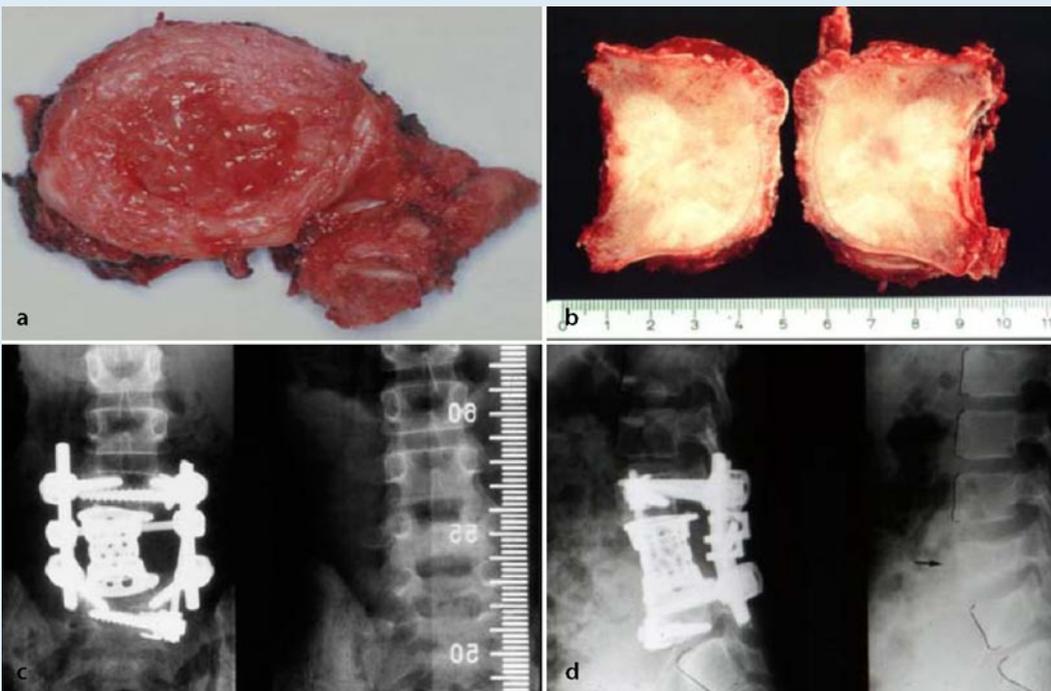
◀ Fall 9. 10-jährige Patientin, Ewing-Sarkom LWK 4, Zone 4–9, Schicht B, weite Resektion, RG II: a Resektat in der Aufsicht. b Horizontal aufgeschnittenes Resektat. c, d Prä- und postoperatives Röntgenbild mit instrumentierter Fusion L3–L5, Wirbelkörperersatz LWK 4. Die Patientin verstarb 5 Jahre postoperativ an einer chemotherapieinduzierten sekundären akuten myeloischen Leukämie
